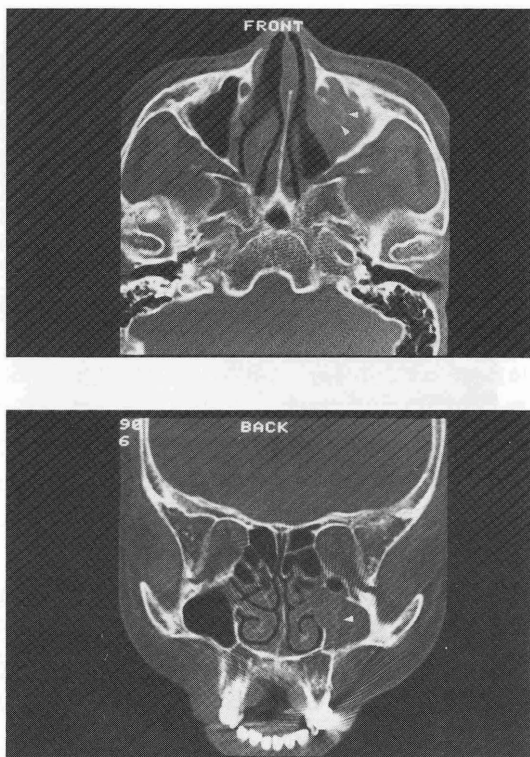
症例2の骨表示CT。A：軸位像 B：冠状断像
